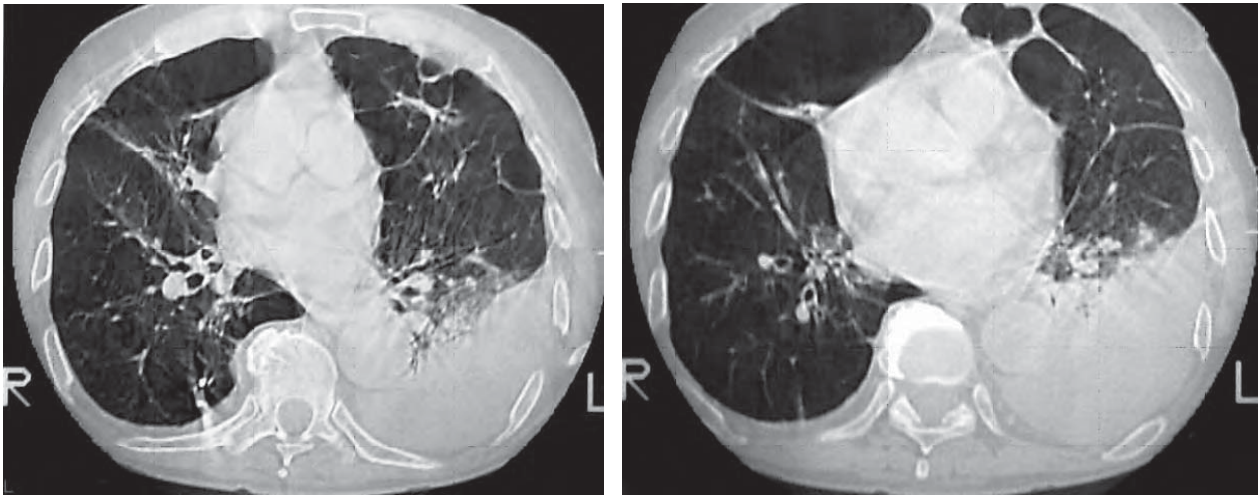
/2. Tomografía axial computada de tórax de alta resolución en paciente con severo enfisema pulmonar. Se observa la alteración de la arquitectura pulmonar y la presencia de numerosas bullas.
